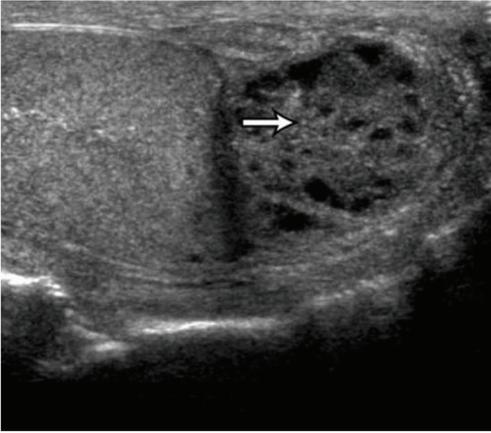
Ultrasonido escrotal observándose absceso tuberculoso epididimal izquierdo, con aumento de volumen y múltiples áreas heterogéneas. Obtenido de Wise GJ. An update on lower urinary tract tuberculosis. *Current Prostate Reports*, 2007;5(2):87-95.
